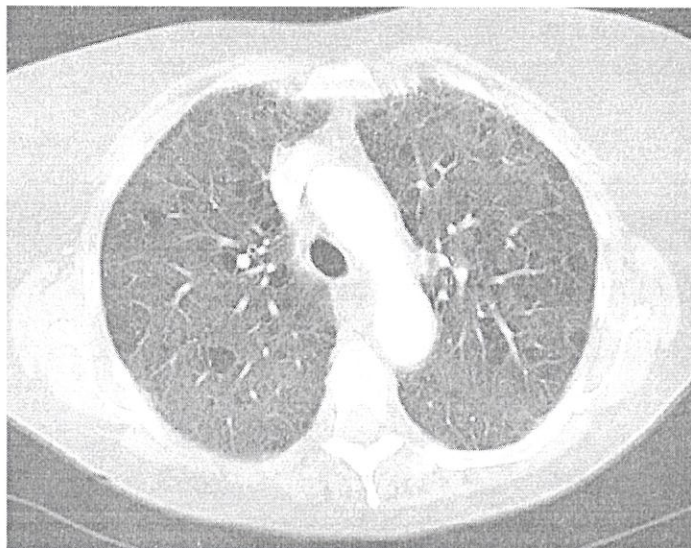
На аксиальном срезе КТ визуализируются периваскулярные кисты, характерные для лимфоидной интерстициальной пневмонии. [Источник: Case courtesy of Dr Mark Holland , Radiopaedia.org, rID: 19777].
